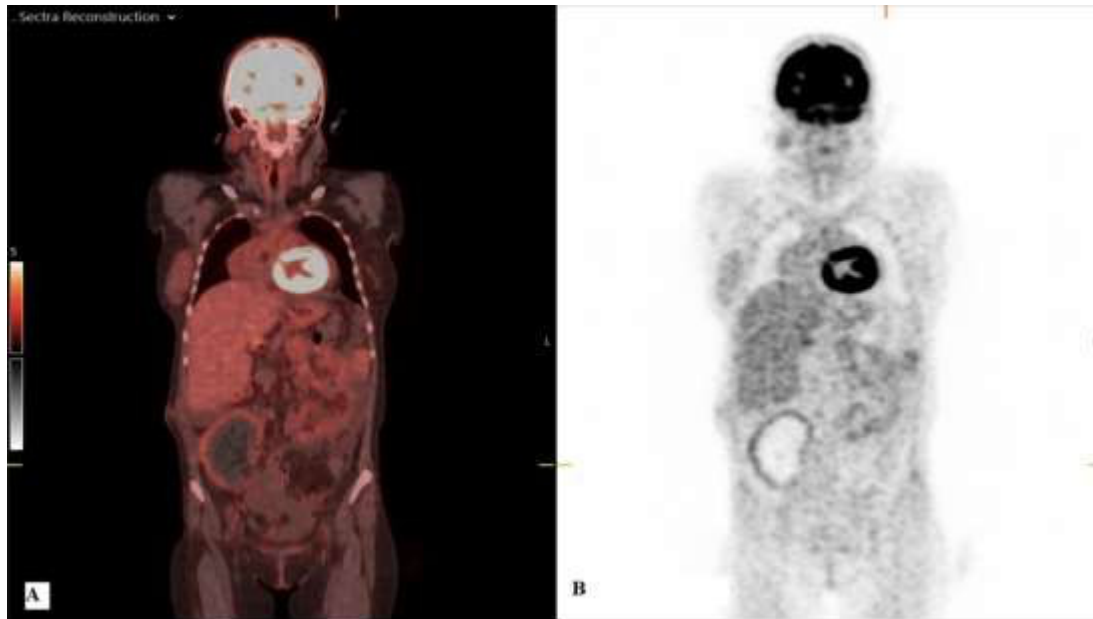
PET-CT en paciente con síndrome de intolerancia al injerto renal localizado en fosa iliaca derecha en donde se observa un área hipermetabólica subcapsular. Tomado de: Aksoy GK, Koyun M, Çomak E, Boz A, Akman S. A patient presenting with fever after graft loss: Answers. *Pediatric Nephrology*. 2022 Jun 14:1- 3.
